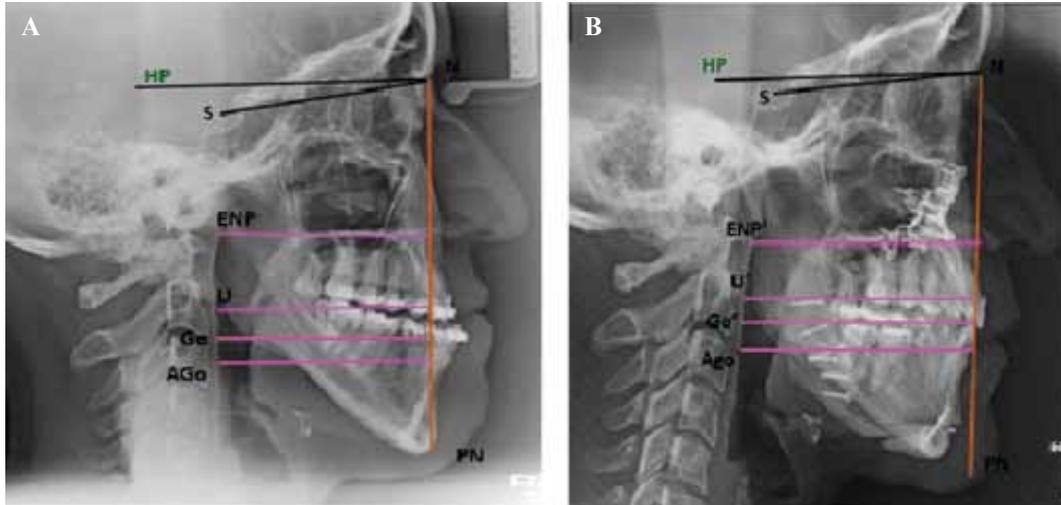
Cefalometría en radiografía simple de perfil prequirúrgica y postquirúrgica.
